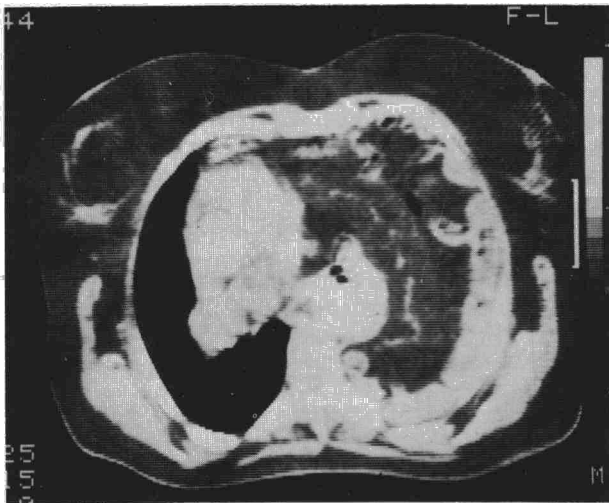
TAC que muestra el desplazamiento mediastínico por asas intestinales que ocupan el hemitórax izquierdo.
